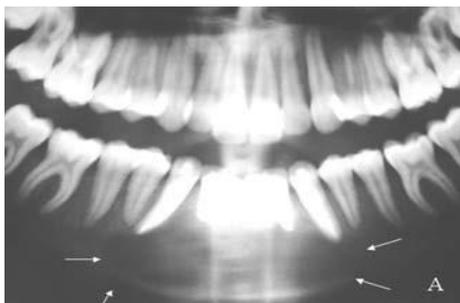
Ortopantomografía: Se observa imagen lítica unilocular que afecta la sínfisis mandibular.⁴¹
